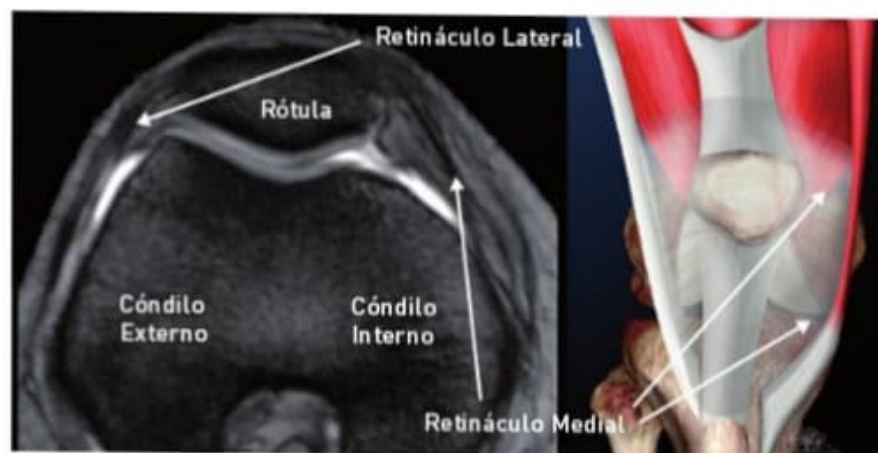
Imagen anatómica de retináculos interno y externo y su imagen correspondiente de RMN.
